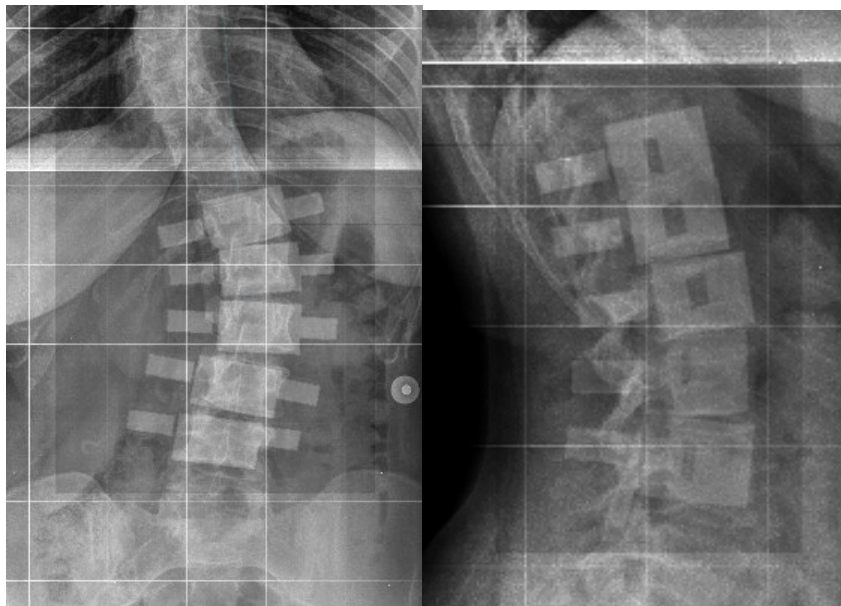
Comparação da coluna vertebral 3D com as radiografias.
